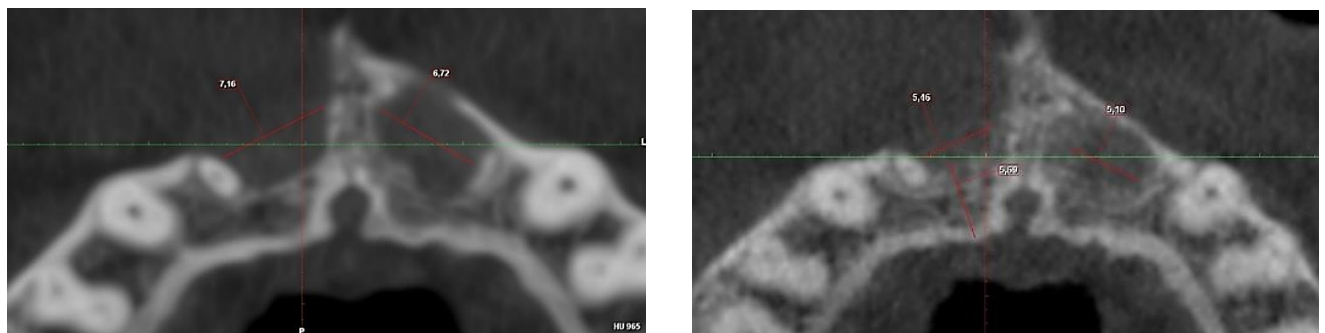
Фрагмент КТ-знімка пацієнта Г., 31 рік, із вогнищами деструкції кісткової тканини альвеолярного відростка правої ВЩ в ділянці 11,12 зубів і лівої ВЩ в ділянці 21 зуба через 1 міс. (ліворуч) і 3 міс. після лікування (праворуч)
